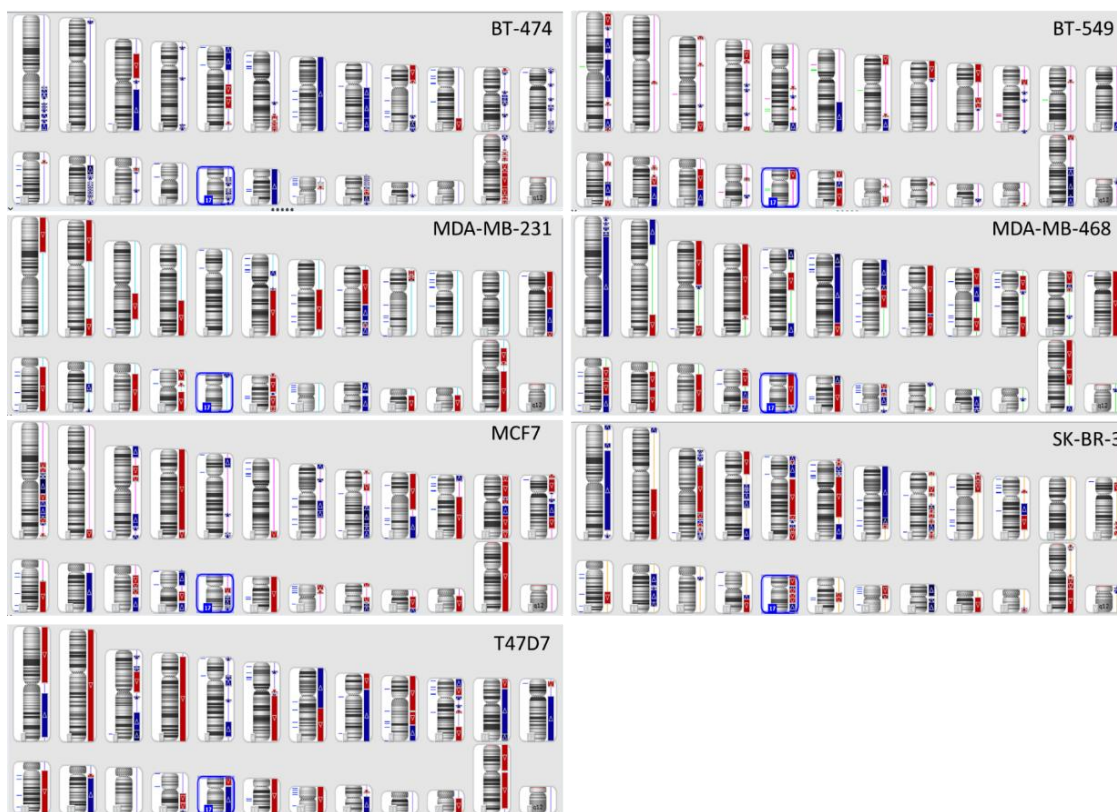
CNA-генетический ландшафт опухолевых клеток линий BT-474, BT-549, MDA-MB-231, MDA-MD-468, MCF7, SK-BR-3 и T47D
